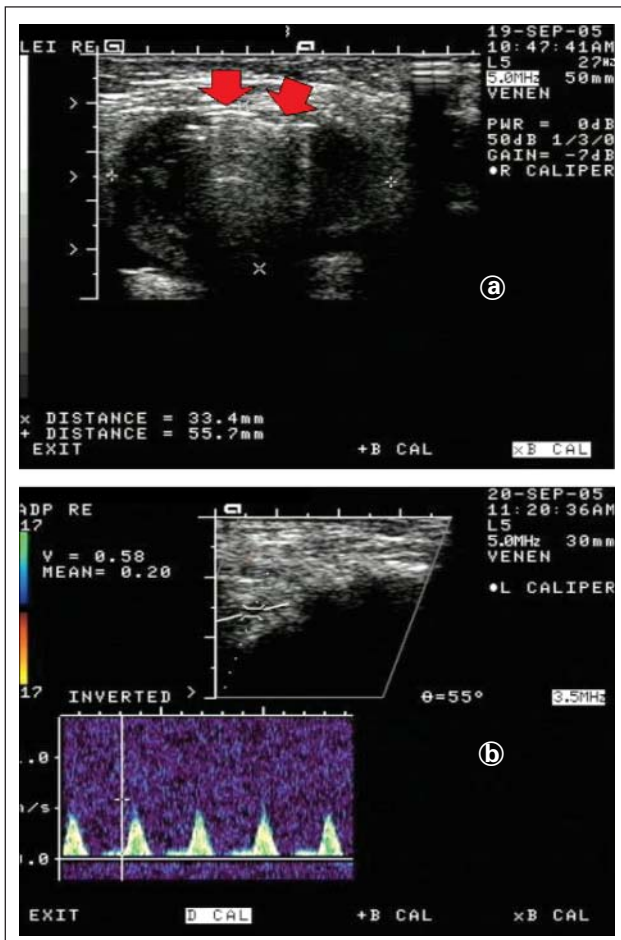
a-b: B-Bild unmittelbar nach vollständiger Thrombosierung, hyper-echogener Reflex im Bereich des Thrombindepots (rote Pfeilmarkierung). Dopplersignal der A. dorsalis pedis 24 Stunden nach Thrombininjektion.
